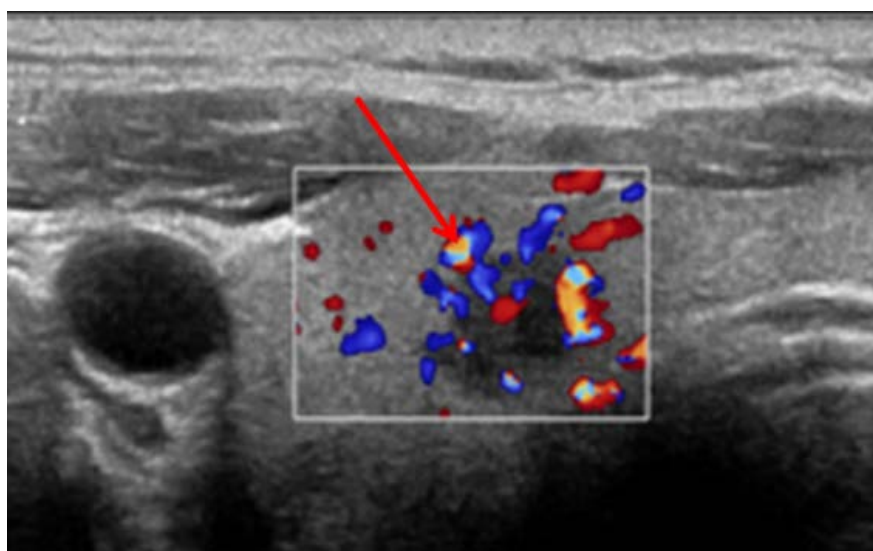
Nódulo con vascularización caótica e irregular intranódulo con Doppler color. Nódulo coloide.
